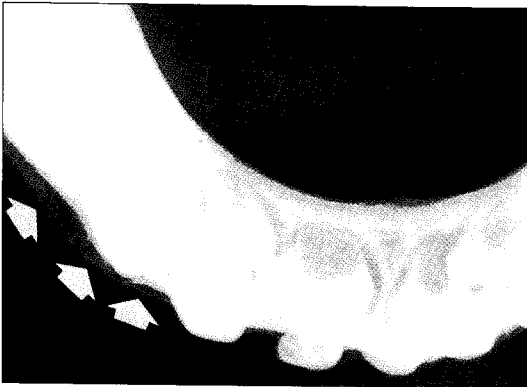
Occlusal radiographic view before treatment.
